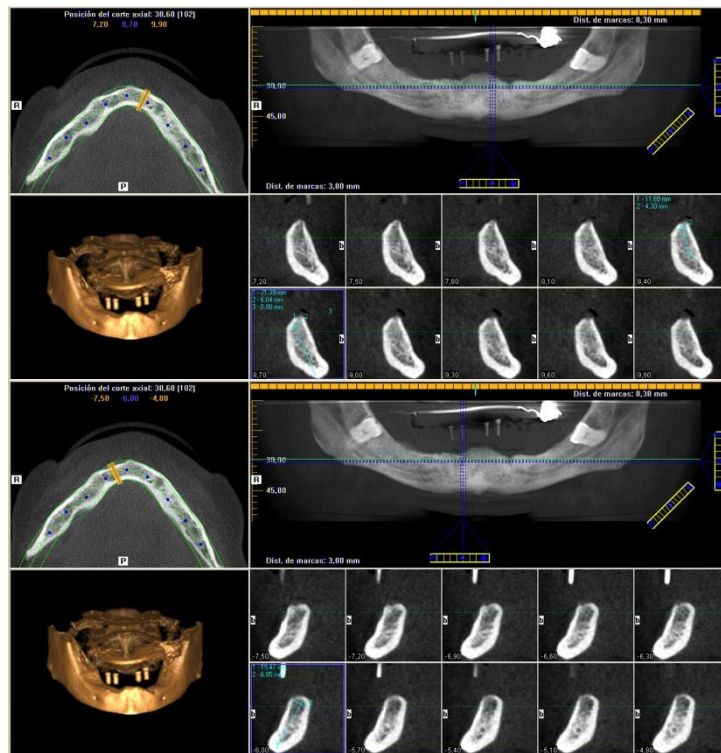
Tomografía computarizada
